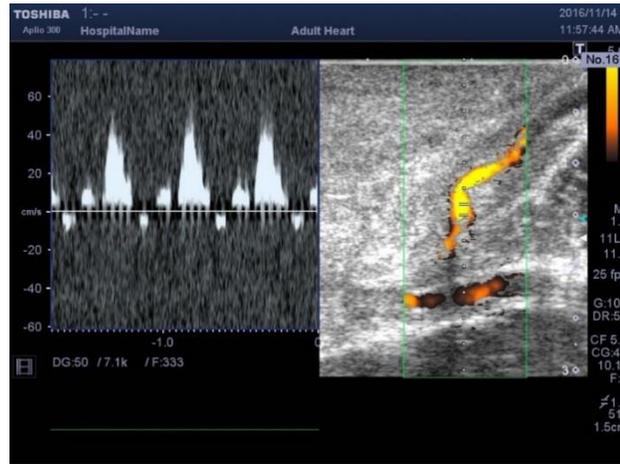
超音波画像検査所見 A(上):形態的に、深部の血管から上(浅い)方向に別の血管が出ており、端側吻合部を判断した。B(中):浅いところに 2 本の血管が確認できる。同部には本来であれば 1 本しか血管がない部位である。右の血管で動脈性の血流を確認した。C(下):B と同じ画面で、左側の血管は逆方向の動脈性の血流を確認し、バイパス血管部と判断した。
